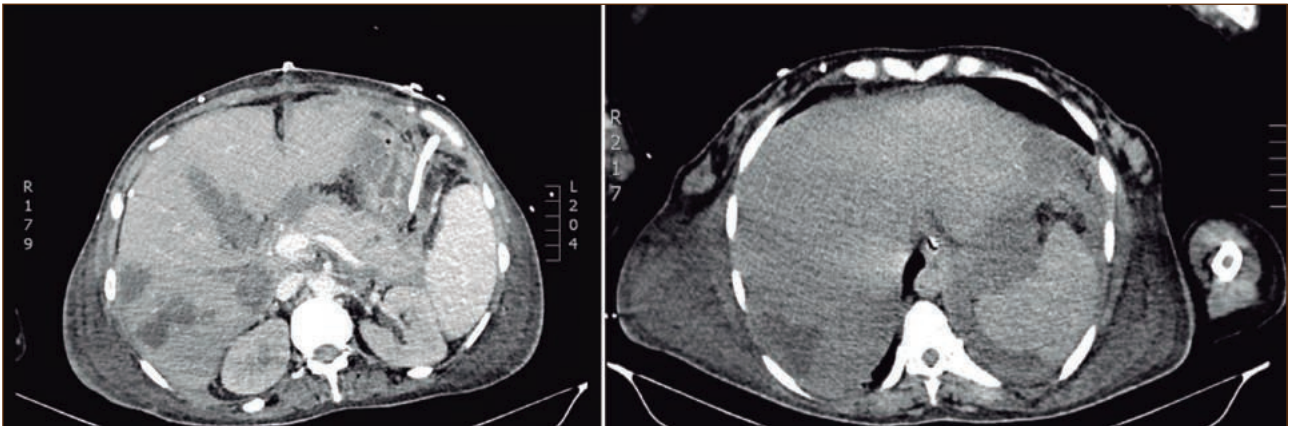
TC abdominal 22/11/2015.
